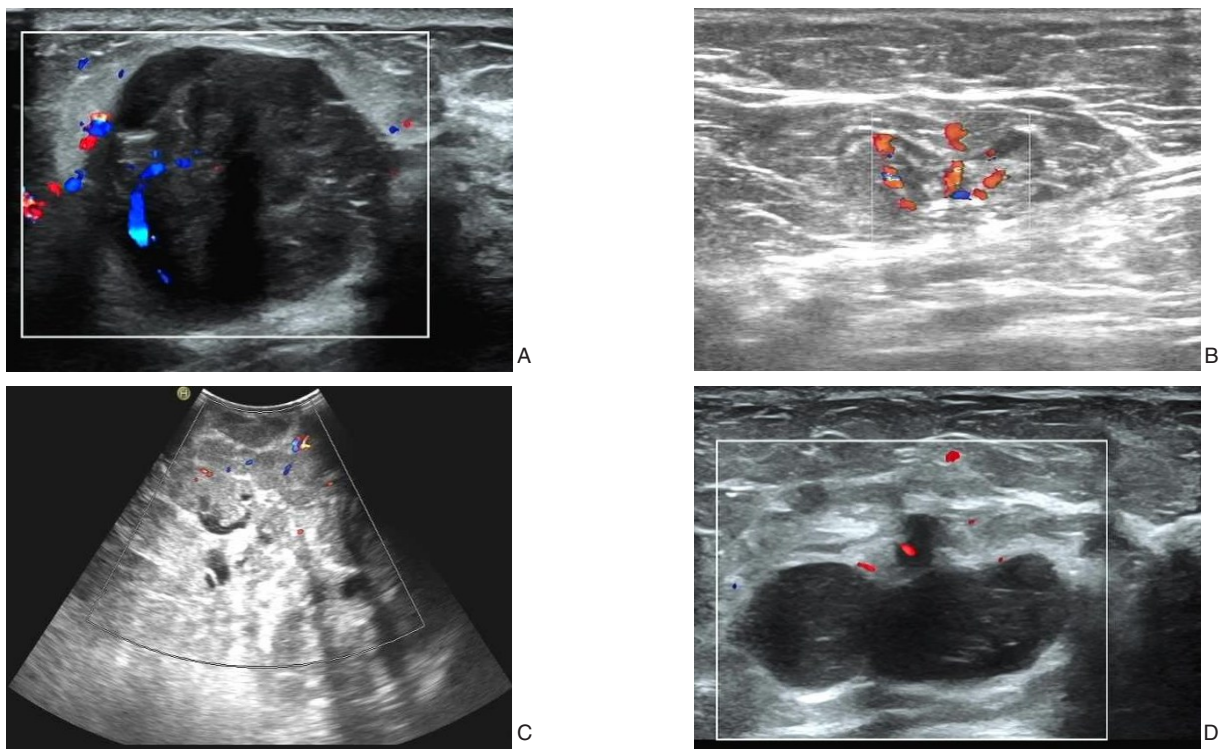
超声下乳腺肿物 A-B: MPT; C: 巨大良性分叶状肿瘤; D: 交界性分叶状肿瘤
